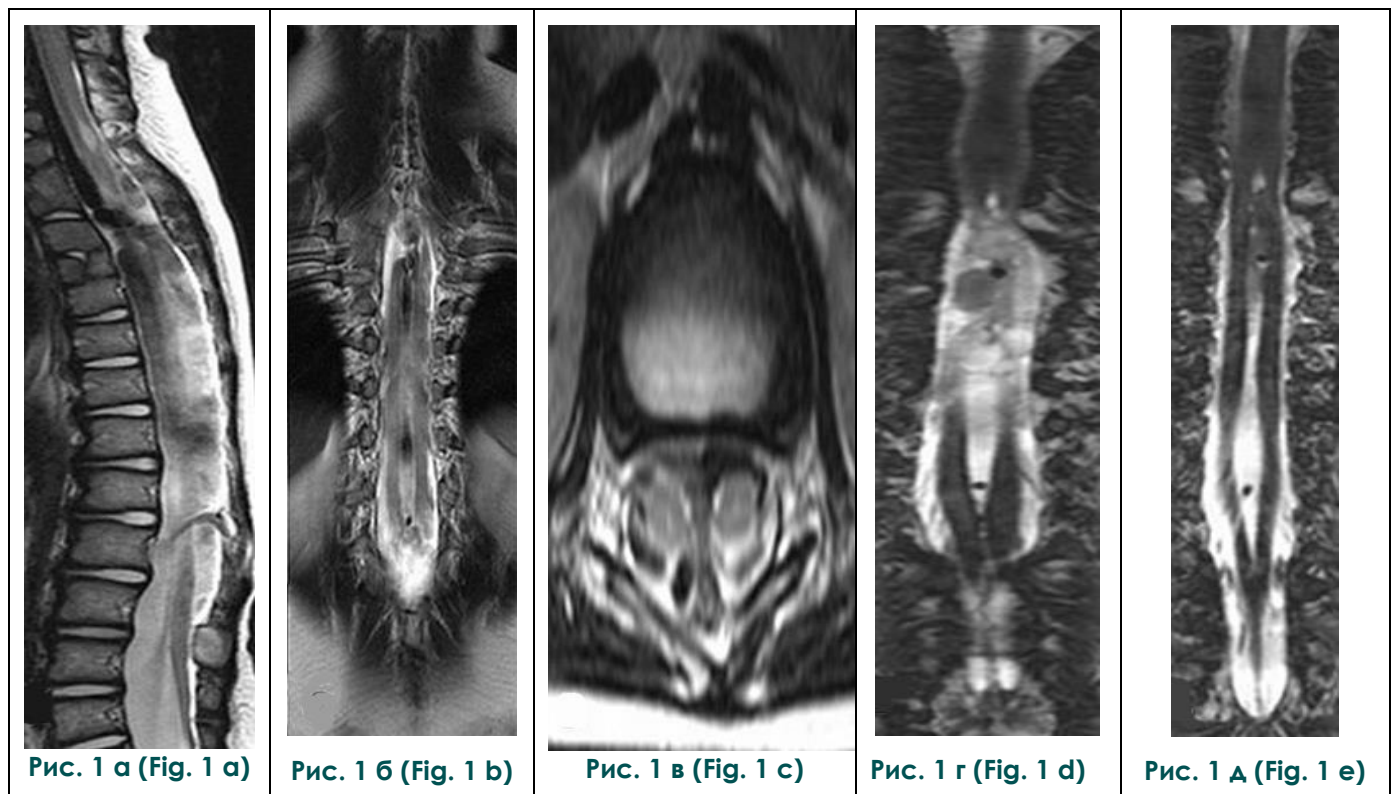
МРТ позвоночника.
